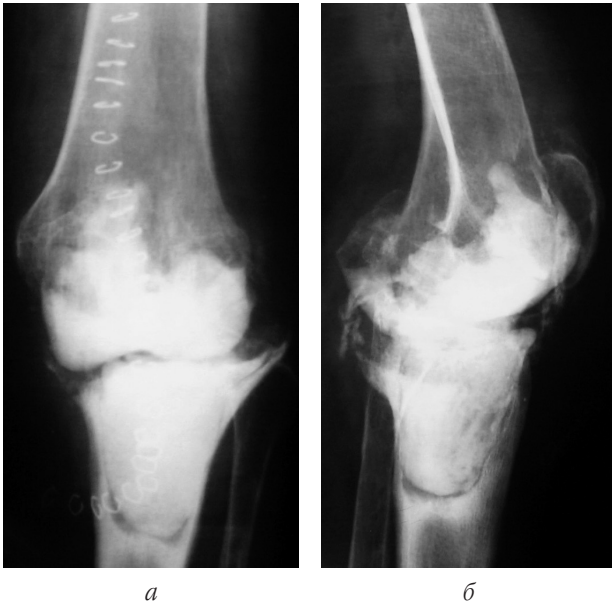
Рентгенограми лівого колінного суглоба хв-їЯ. після першого етапу ДРЕ із встановленням артикулюючого цементного спейсера: пряма (а) та бокова (б) проекція
